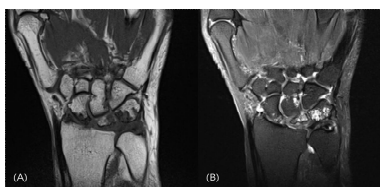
MRI of Right wrist(June 8, 2023). (A) T1 weighted coronal view. (B) T2 weighted coronal view.
